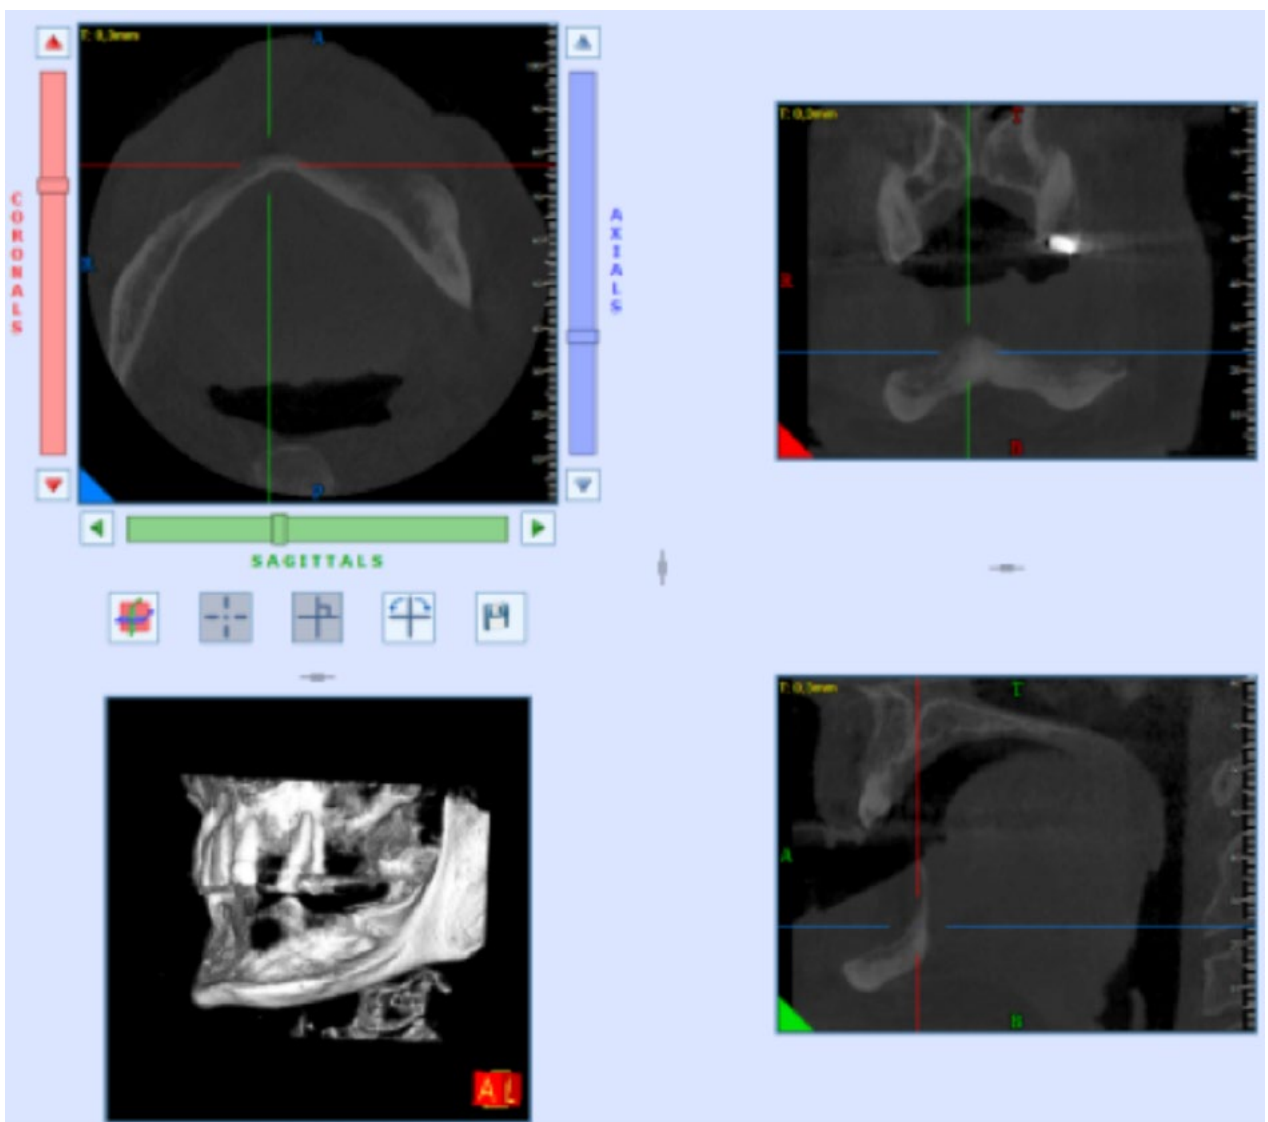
Kliniske billeder og CBCT taget ved 1-års kontrollen.
